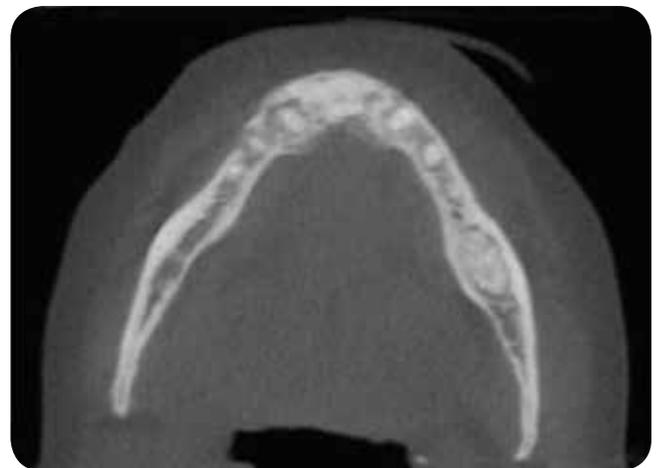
Caso 1. Reconstrução axial usando Tomografia Computadorizada de feixe cônico (2015)
